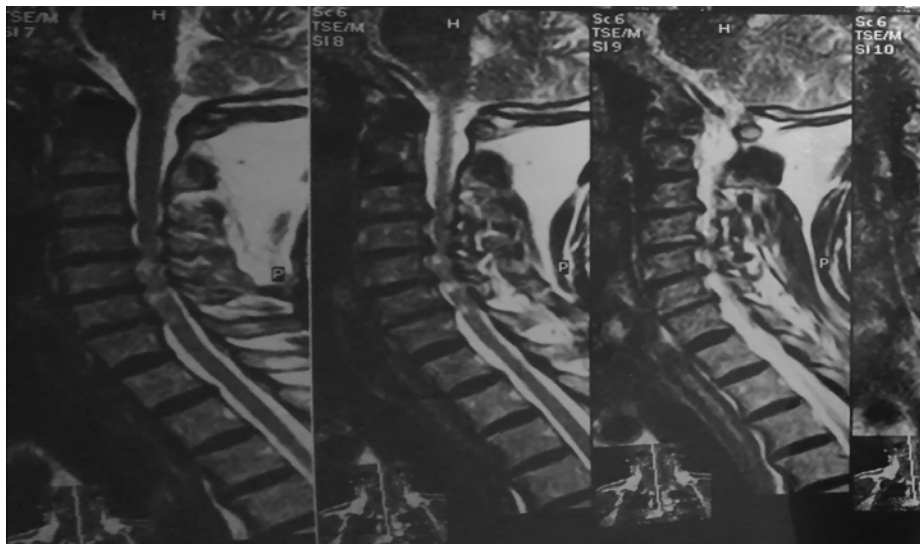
IRM cervicale, coupe sagittale,T2,(L'IRM cervicale a objectivé une discarthrose rachidienne conflictuelle avec souffrance médullaire étendue de C4-C6)
